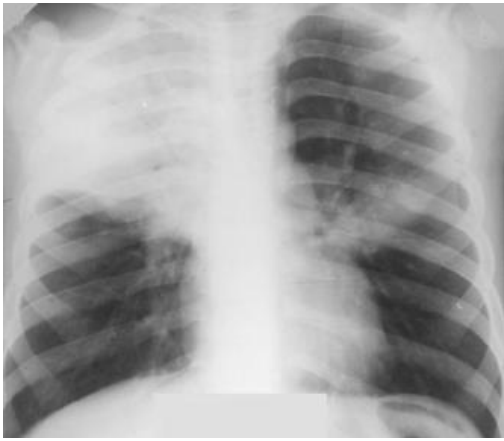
Рентгенограма органів грудної клітки хворого Ш., 4 років, що захворів на крупозну пневмонію справа в верхній частці і зліва в S₆
